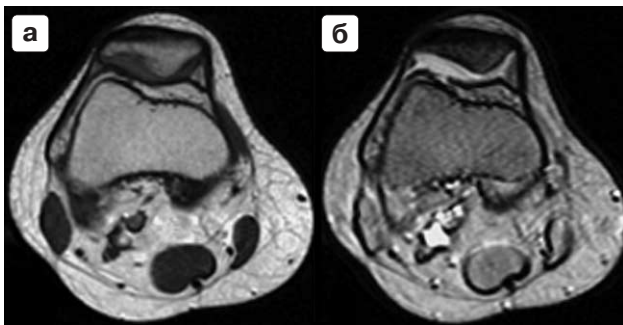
МРТ коленного сустава. Аксиальная проекция через метафиз бедренной кости. T1 ВИ в ИП SE (а) и T2* ВИ в ИП GRE (б).
